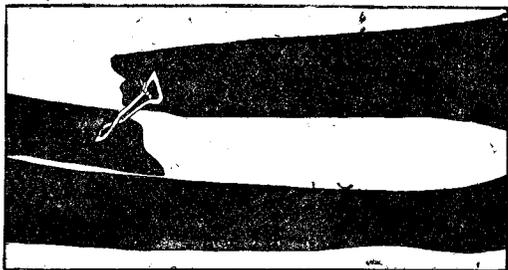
На рентгенограмме ясно видно вторичное смещение, несмотря на наличие проволочного шва
